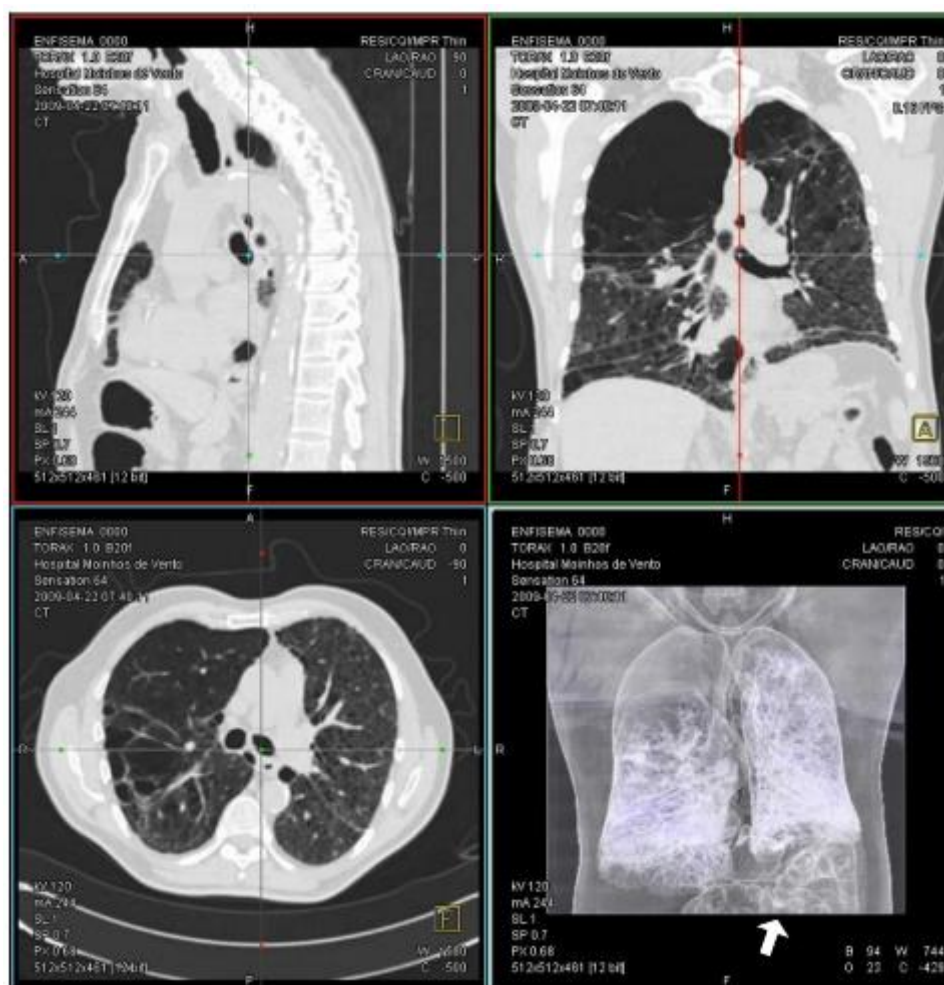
Demonstração da tela da estação de trabalho. As três imagens de tomografia mostram todo o intervalo de densidades. A imagem inferior à direita demonstra a seleção das densidades contidas entre -1024UH e -400UH em todo o volume tridimensional. Note que o ar externo ao paciente é selecionado juntamente com o volume pulmonar total, inclusive com gases colônicos, que apresentam nesta imagem todo seu volume (seta).
